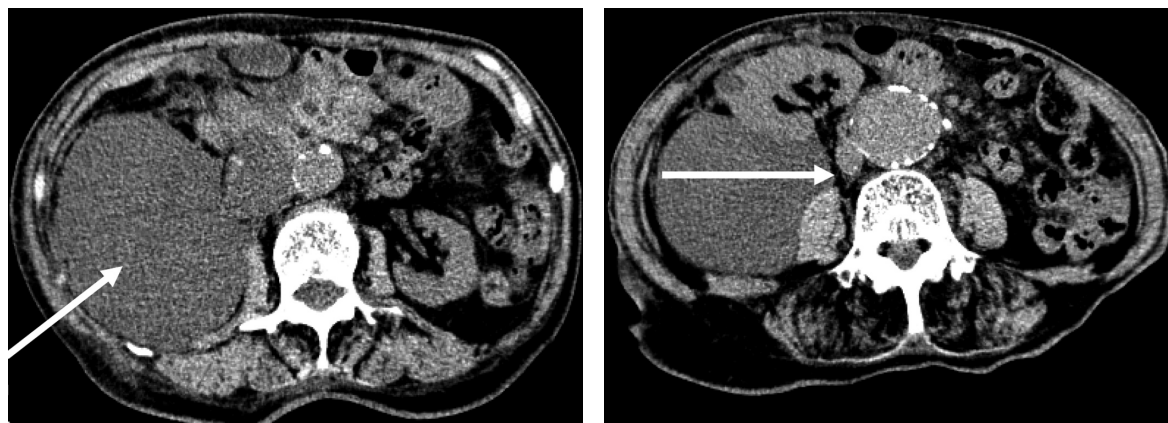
CT scan showed a mass compressing the right kidney and inferior vena cava. The left arrows indicate the mass, and the right arrow indicate the inferior vena cava.
